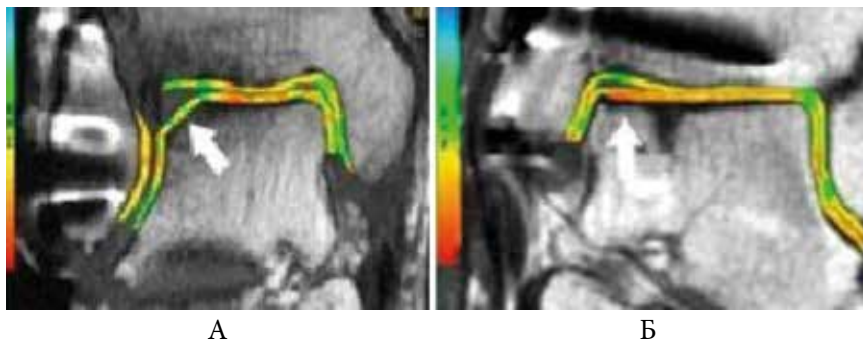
Данные МРТ контроля после хирургического лечения.
